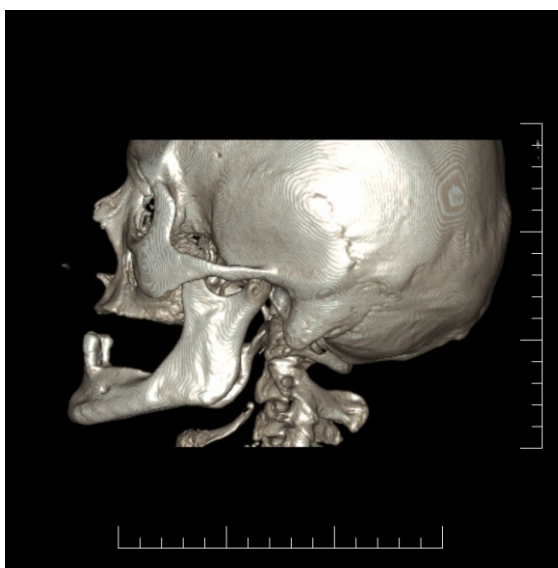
3D-CT analysis left healthy TMJ and ramus mandibulae.
